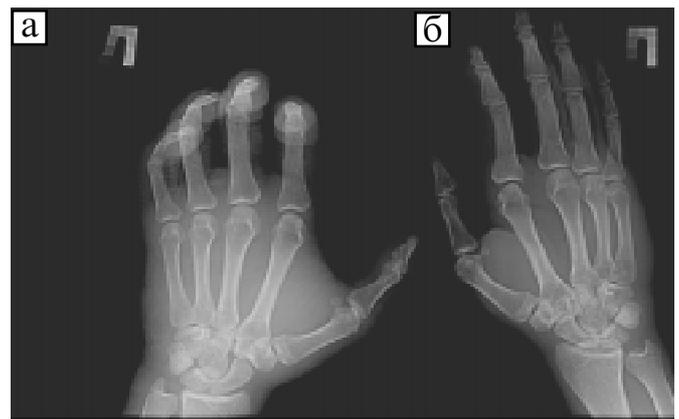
Рентгеноостеоденситометрія: а — уражена, б — здорова кисті
